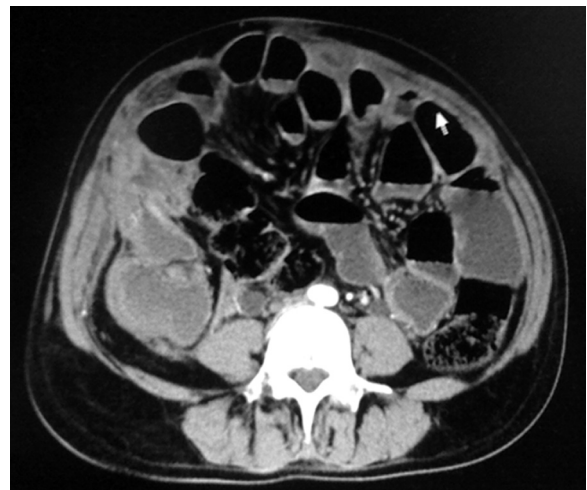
TC abdominal demonstrando distensão de alças jejunais e coleção organizada, em flanco direito, associada a importante borramento da gordura mesentérica nessa região.
